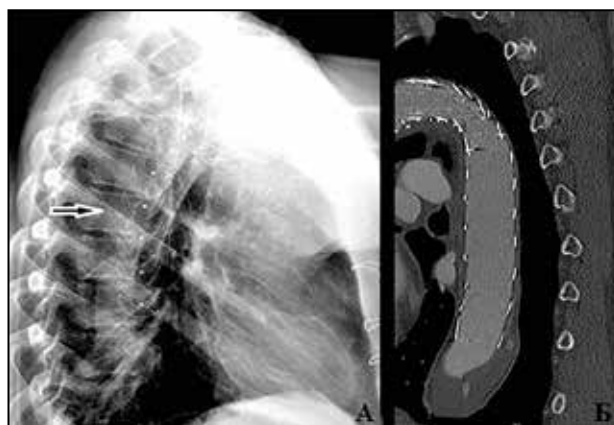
Боковая рентгенограмма грудной клетки (А) после имплантации протеза Thoraflex Hybrid™ (стрелка) и сагиттальная торакальная КТ (Б) с полным тромбозом ложного просвета
